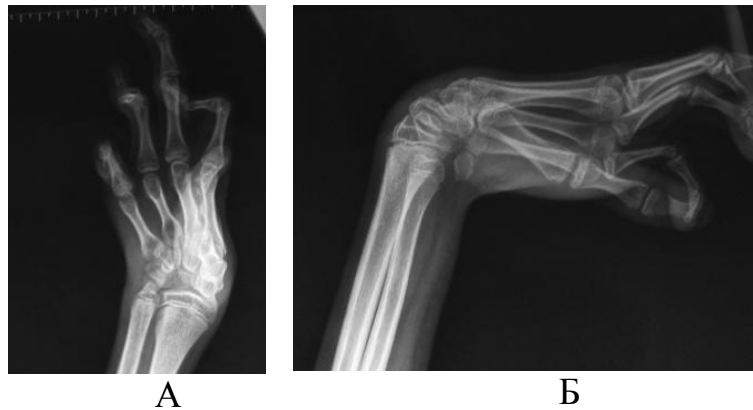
Соотношение в лучезапястном суставе у пациента А., 15 лет, С<sub>5</sub>-С<sub>7</sub> уровень сегментарного поражения спинного мозга: рентгенография левой кисти в прямой (А) и боковой (Б) проекции – сужение рентгеновской щели лучезапястного сустава во фронтальной и сагиттальной плоскостях (и/б № 10/0976)
